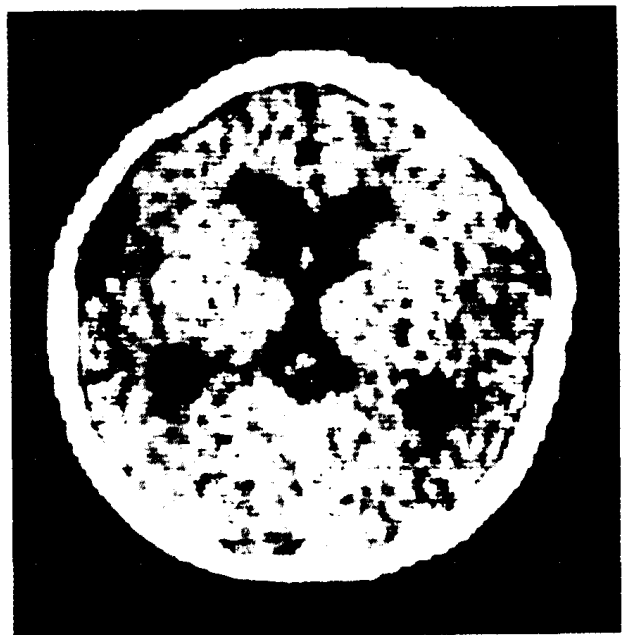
小头的 CT 扫描, 显示脑室轻度扩张和细小的大脑外侧裂 (Sylvian fissures), 临床上有精神运动性发育迟缓
